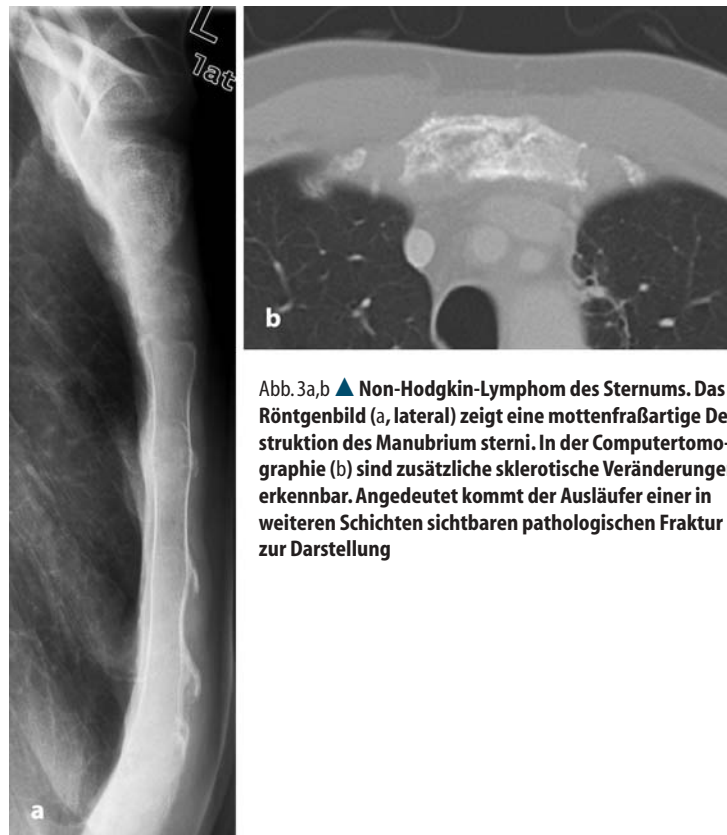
b ▲ Non-Hodgkin-Lymphom des Sternums. Das Röntgenbild (a, lateral) zeigt eine mottenfraßartige Destruktion des Manubrium sterni. In der Computertomographie (b) sind zusätzliche sklerotische Veränderungen erkennbar. Angedeutet kommt der Ausläufer einer in weiteren Schichten sichtbaren pathologischen Fraktur zur Darstellung
